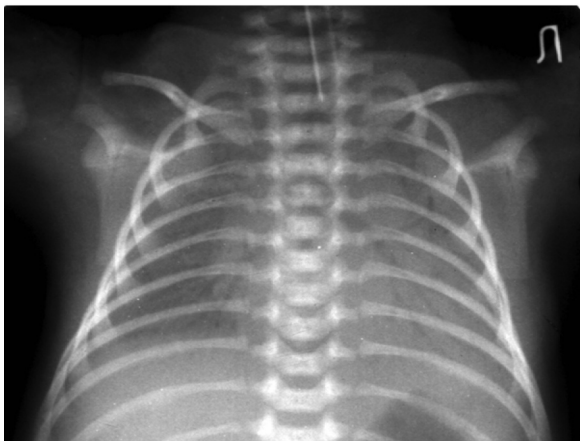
Хворий С., 6 діб. Рентгенологічні ознаки масивних крововиливів з симптомом "повітряної бронхограми"
